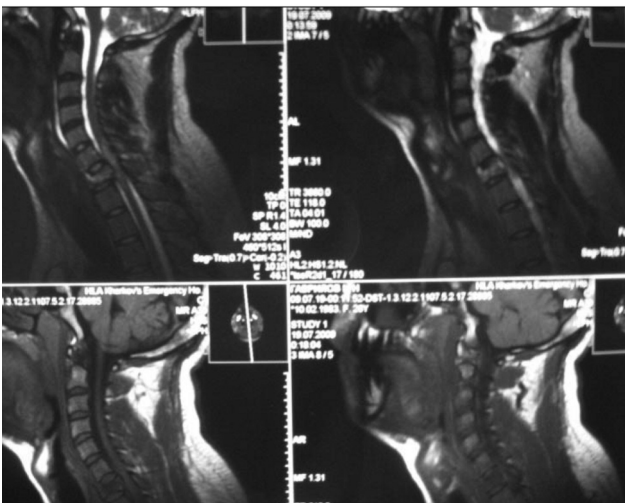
МРТ хв. Г., 26 років: МР ознаки гематомієлії на рівні C_6-C_7-T1 , наслідки компресійного перелому тіла C_7 , ретролістез C_7 1 ст.
